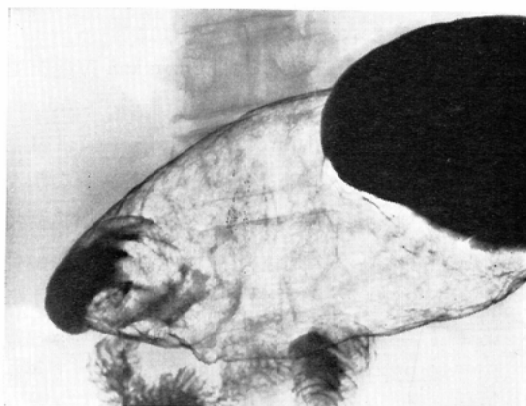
Case 1: X-ray picture taken one month after irradiation, shows no visible mass of the tumor.
